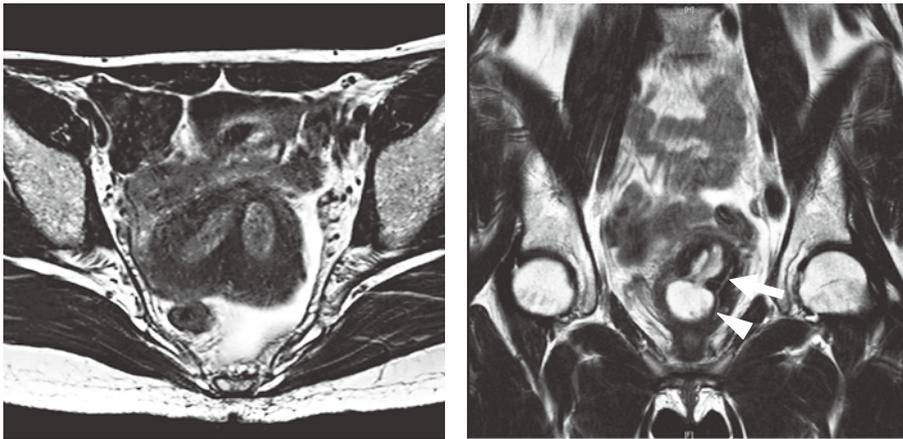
骨盤部MRI T2強調画像 水平断(左), 冠状断(右)
